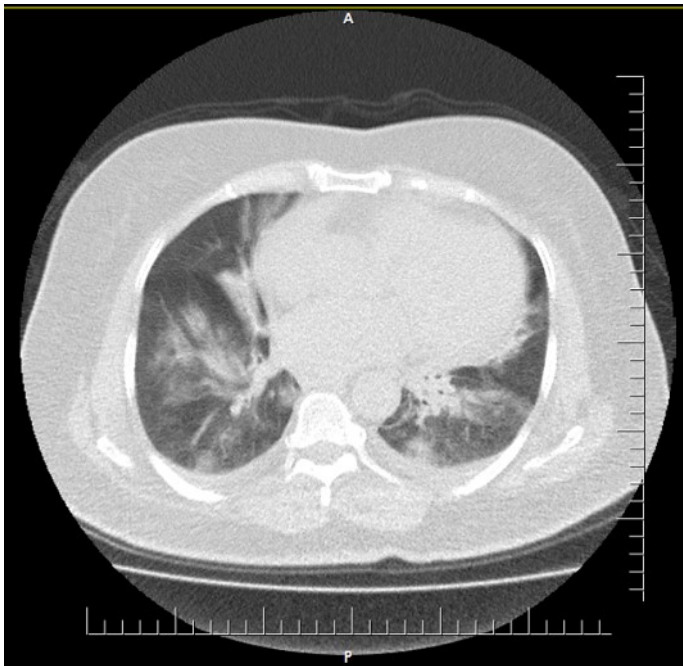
Chest computed tomography reveals bilateral ground glass opacities and consolidations in concordance with COVID-19 pneumonia
